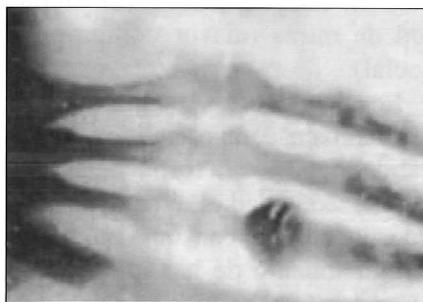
Una de las primeras radiografías realizadas por Röntgen. La realizó el 23 de enero de 1896. Se aprecia un anillo.
